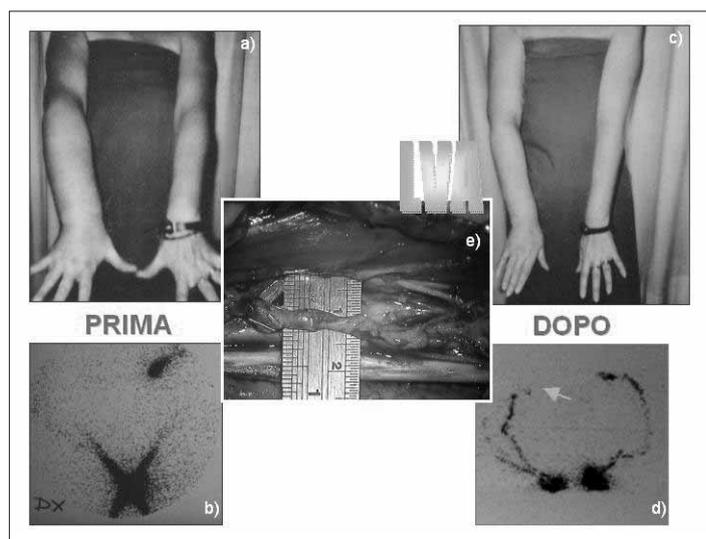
Linfedema post-mastectomia al III stadio dell'arto superiore destro (a) e relativo quadro linfo-scintigrafico (b), a confronto con il risultato (c, d) ad oltre 5 anni dall'intervento di microchirurgia derivativa linfatico-venosa (e). In particolare, il controllo post-operatorio linfo-scintigrafico dimostra la pervietà delle anastomosi linfatico-venose multiple praticate al braccio, con dispersione del tracciante nella sede degli *shunts* (freccia).
